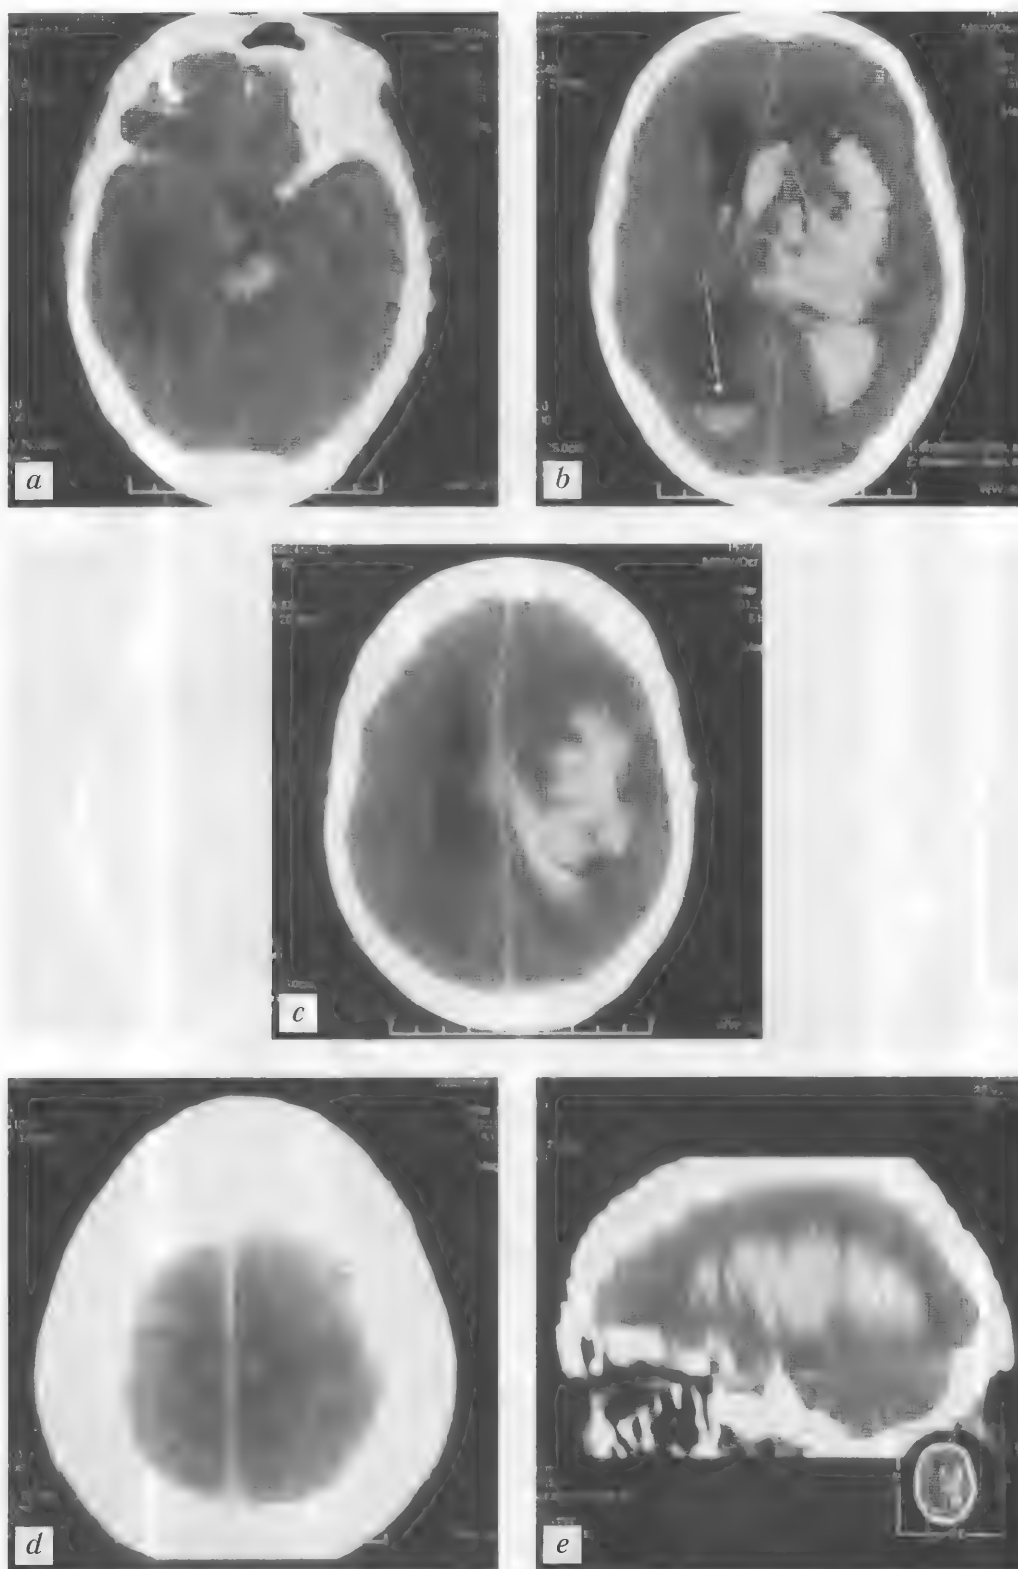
Больной П., 83 года. Гипертензивное паренхиматозно-вентрикулярное кровоизлияние с формированием гематомы в левом полушарии мозга. Тампонада желудочковой системы. Дислокационный синдром IV степени. Диффузный отек мозга. Вторичная ишемия мезэнцефальных отделов ствола. КТ — *a–e*
